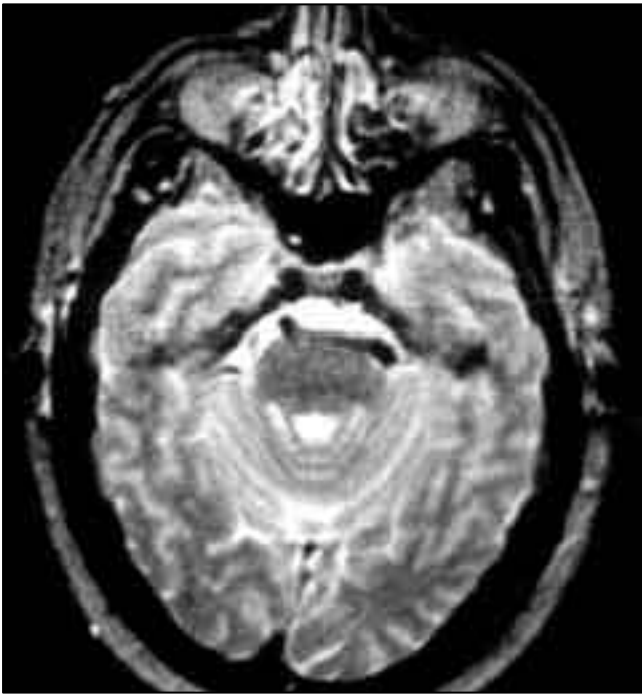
a) Resonancia magnética en secuencia potenciada en T<sub>2</sub> axial, donde se aprecia dolicoectasia vertebrobasilar que ocupa la cisterna del ángulo pontocerebeloso derecho. b) Angiografía del mismo caso, en la cual se confirma un sistema vertebrobasilar ectásico con cambios arterioscleróticos.
